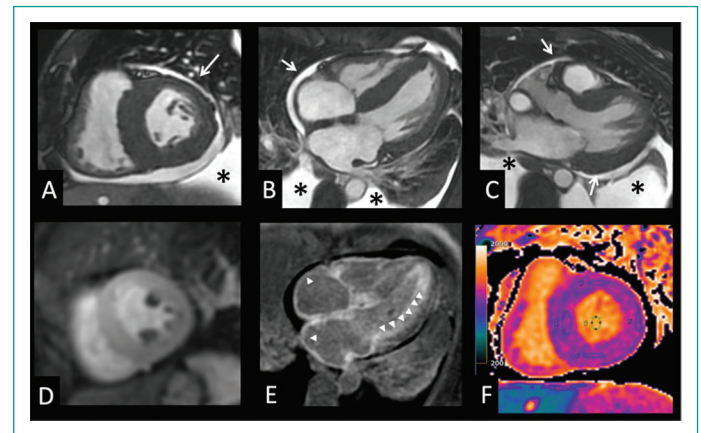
Resonancia magnética cardíaca. Cines en estado libre de precesión estable en eje corto (A), 4 cámaras (B) y 3 cámaras (C), los cuales muestran hipertrofia concéntrica del VI. La flecha señala derrame pericárdico concéntrico y (*) señala el derrame pleural bilateral. Primer paso (D), sin evidencia de defectos de perfusión. Reforzamiento tardío subendocárdico global (E) con involucro biventricular (cabezas de flechas) y de ambas aurículas. Mapeo paramétrico en T1 (F) con incremento global del tiempo de recuperación longitudinal, promedio 1200 ms (severamente incrementado).
